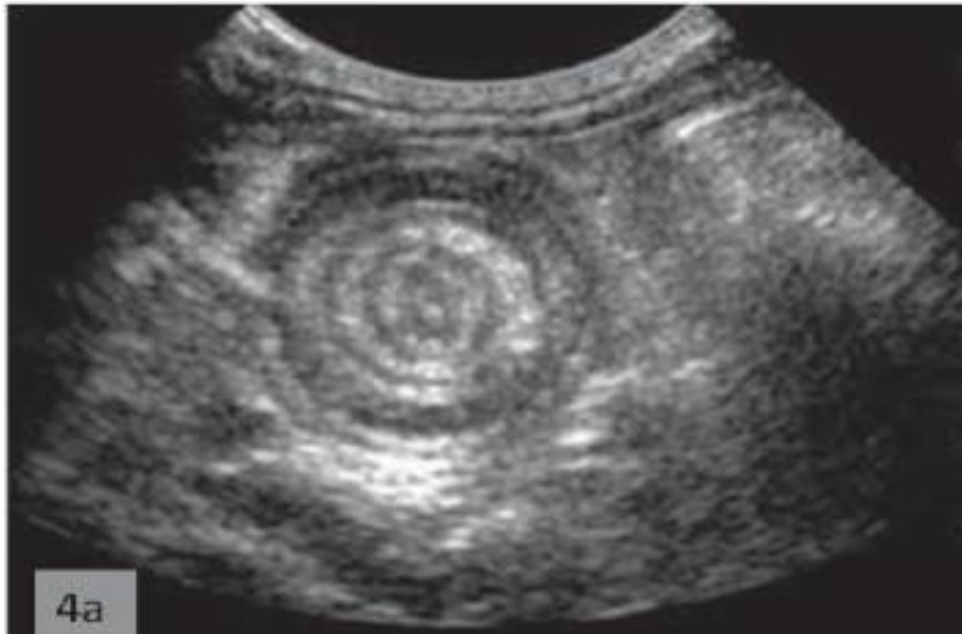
Image échographique qui montre l'aspect en cocarde [61]
